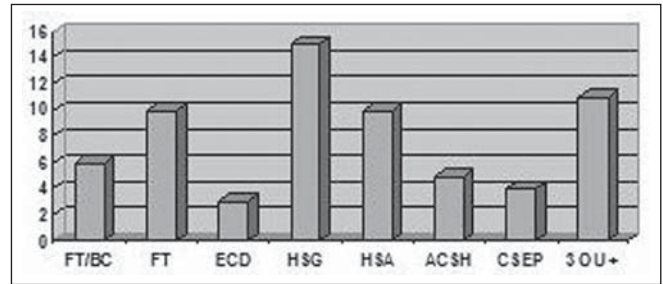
Achados de TC em pacientes com TCE grave. FT/BC, fraturas de base de crânio; FT, fraturas craniofaciais; ECD, edema cerebral difuso; HSG, hematoma subgaleal; HSA, hemorragia subaracnoidea; ACSH, área de contusão cerebral com sufusão hemorrágica; CSEP, céfalo-hematoma externo; 3 ou +, três ou mais achados na TC.
